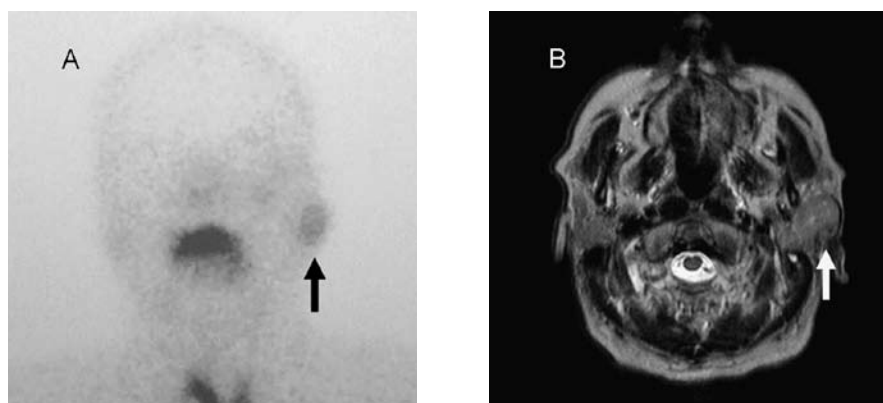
A false-positive case of $^{99m}\text{TcO}_4^-$ scintigraphy for Warthin tumor (a metastatic tumor in the left parotid gland from an atypical meningioma in a 73-year-old male). The metastatic tumor shows grade 2 uptake in $^{99m}\text{TcO}_4^-$ scintigraphy (A arrow) and an isointensity area in T2-weighted imaging (B arrow).
